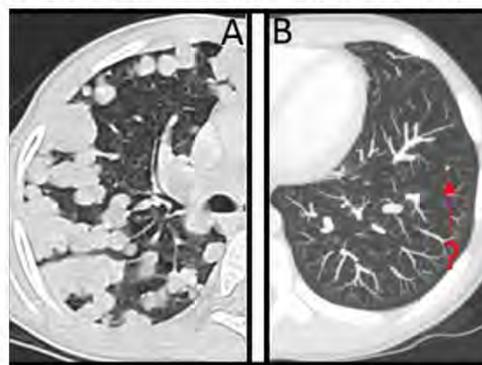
Computer-Tomographie der Lunge.
